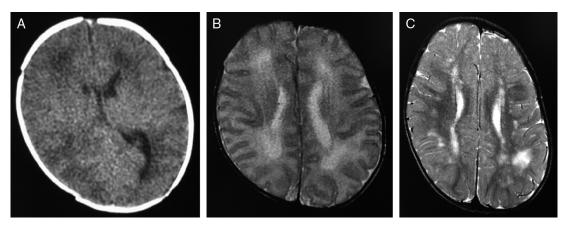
生後 14 日 先天性サイトメガロウイルス脳炎 公立昭和病院症例 帝京大学放射線科大場洋先生のご厚意による。A:生後 14 日 CT. B:生後 14 日 MRI T2 強調画像。 C:1 歳時 MRI T2 強調画像。正常満期産で出生,Apgar 正常。生後 14 日,発熱,哺乳力低下,PCR で先天性サイトメガロウイルス感染症と診断。1 歳時の MRI では,多少脳回が疑われるとともに,大脳白質に斑状 Flair 高信号病変が多発している。先天性サイトメガロウイルス感染に合致する像だが、14 日の時点では指摘が難しい。
